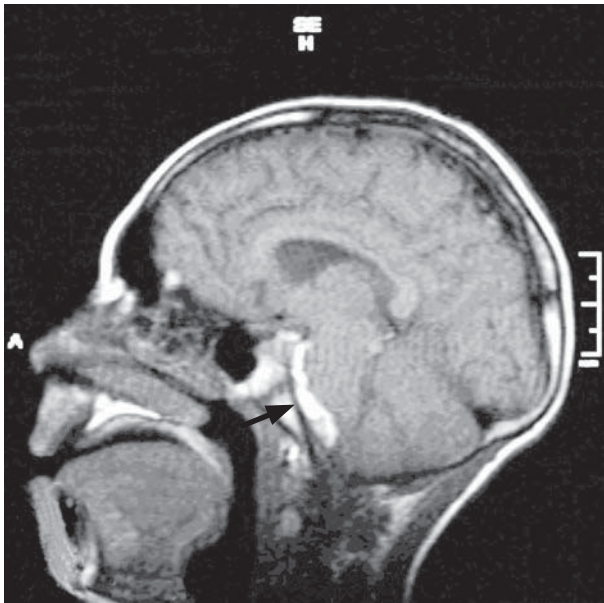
RM SNC: Imagen hiperintensa pre-troncal en corte sagital y secuencia T1.
